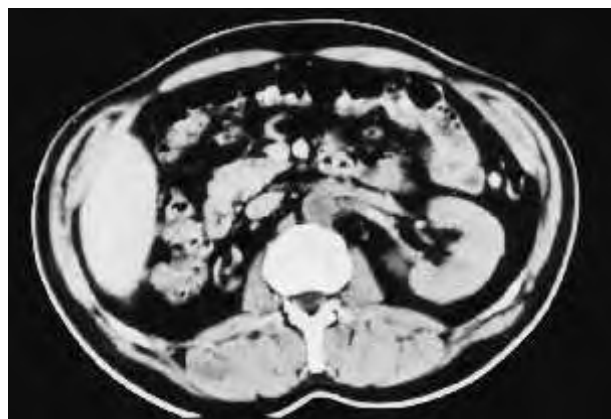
TAC abdominal demonstrando oclusão trombótica da aorta e da origem da artéria renal, em rim solitário esquerdo.
